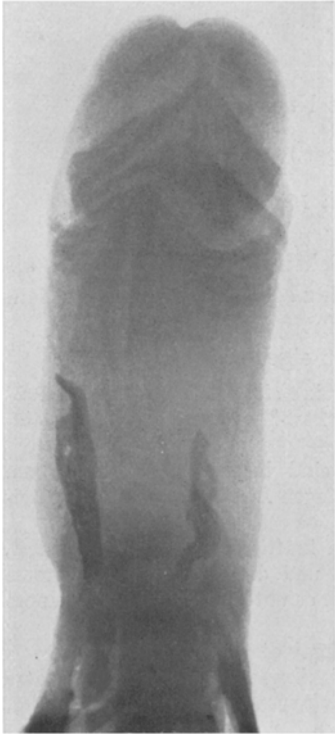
Röntgenbild des Penis. Natürliche Größe. Dorsoventrale Aufnahme.
